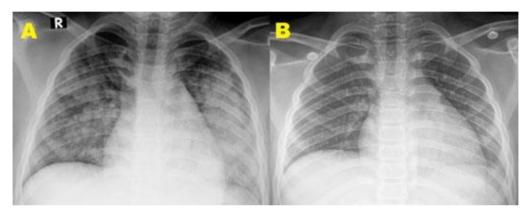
Radiografía de tórax: A (ingreso) Se evidencia radiopacidad heterogénea en ambos campos pulmonares de aspecto alveolar. B (48 horas después) resolución de patrón alveolar.
